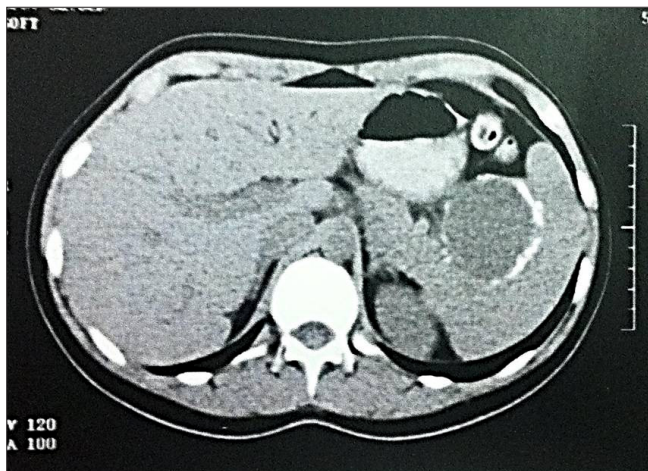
Tomografia computadorizada do abdome mostra presença de lesão esférica hipodensa no parênquima esplênico, com realce periférico, presença de calcificação na parede do cisto, apresentando septações em seu interior.
